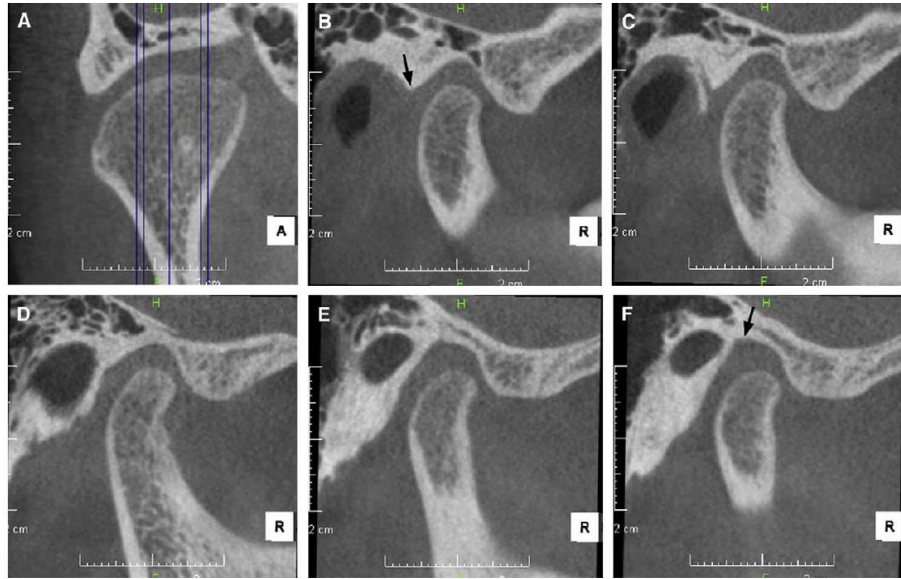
Vista coronal de la imagen CBCT de la articulación derecha con líneas para cortes sagitales (mismo sujeto que las Figura 8): A) 5 cortes en vista coronal; B) corte lateral de 4.5 mm; C) corte lateral de 3.5 mm; D) corte central; E) corte medial de 3.5 mm; F) corte medial de 4.5 mm. Las flechas en B y F muestran la pérdida de puntos de referencia. Tomado de Ikeda et al.³⁵.
